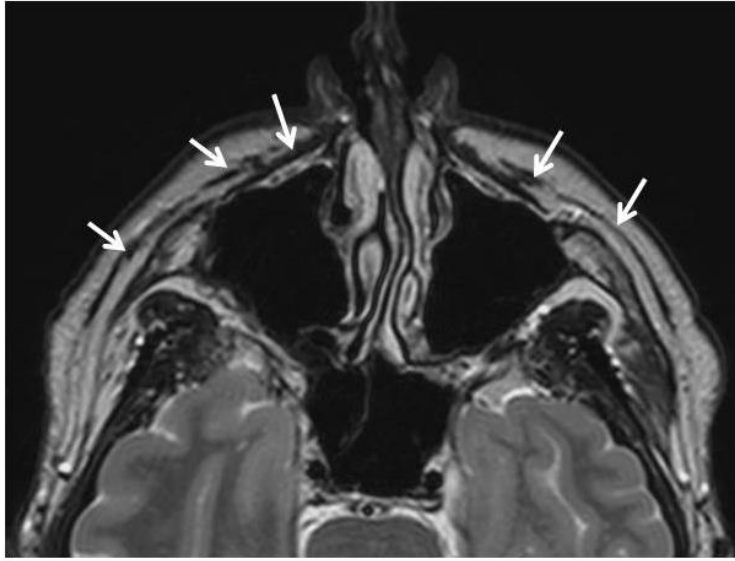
a 5.112.- Resonancia magnética de la cara. Las flechas indican los músculos faciales y el sistema musculo-aponeurótico superficial. Las flechas azules señalan los vasos faciales.
